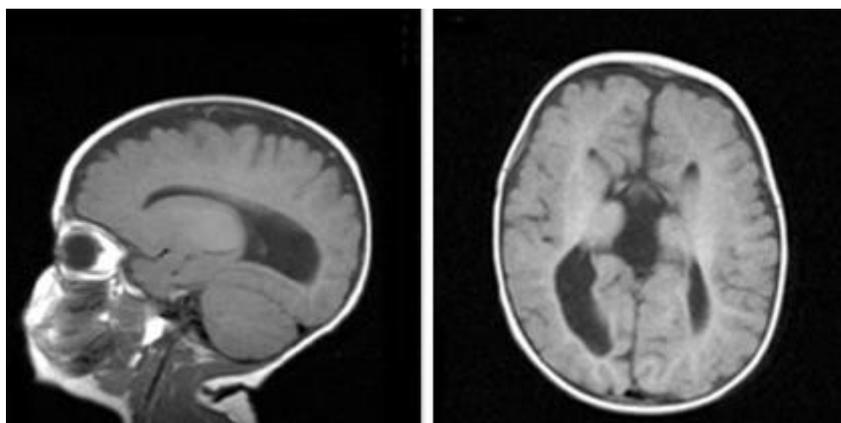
Resonancia magnética nuclear (RMN). Derecha: agenesia completa de cuerpo caloso. Izquierda: asimetría ventricular y polimicrogiria.
